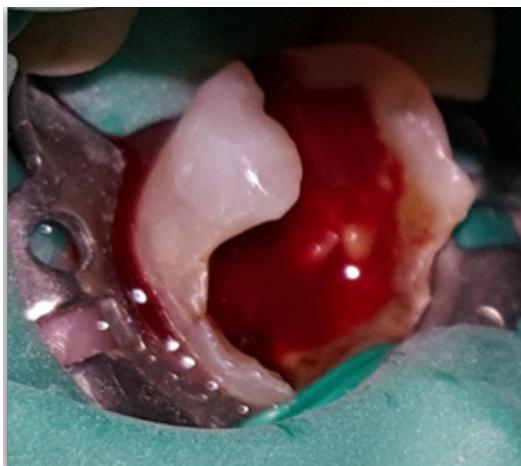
Perforation endodontique au niveau de la 46 présentant un ancien traitement endodontique défectueux confirmée par la prise d'une radiographie avec lime une K 15 montrant la présence d'une communication iatrogène avec le parodonte profond.
